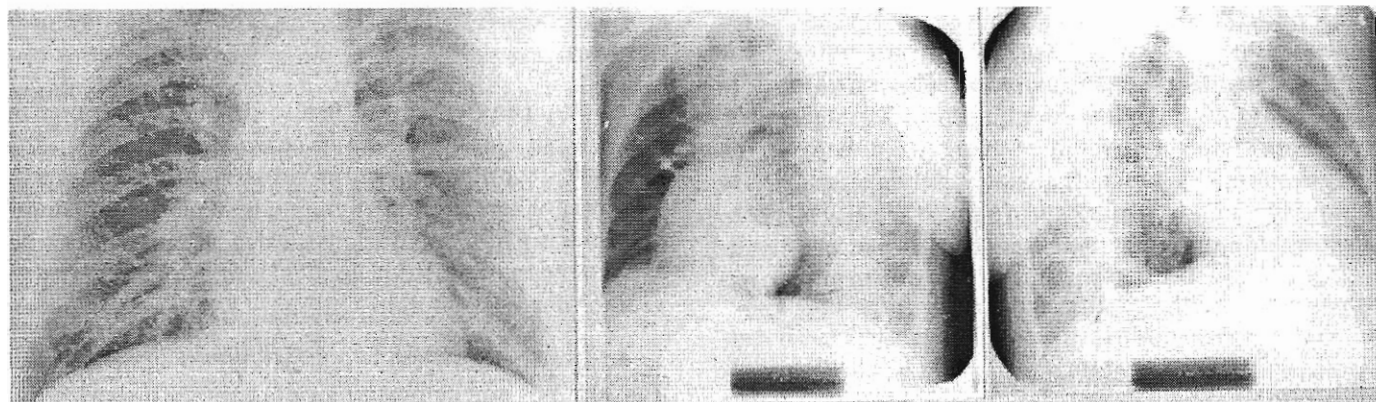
Telerradiografía del corazón y grandes vasos en el paciente del Caso 16; en las tres posiciones; frontal, O.A.D. y O.A.I. Se observa incremento acentuado de la vascularización pulmonar desde los hilios a la periferia en ambos campos pulmonares, cardiomegalia de grado moderado con definido crecimiento ventricular derecho, hay prominencia del cono de la arteria pulmonar. Los datos hemodinámicos son:
